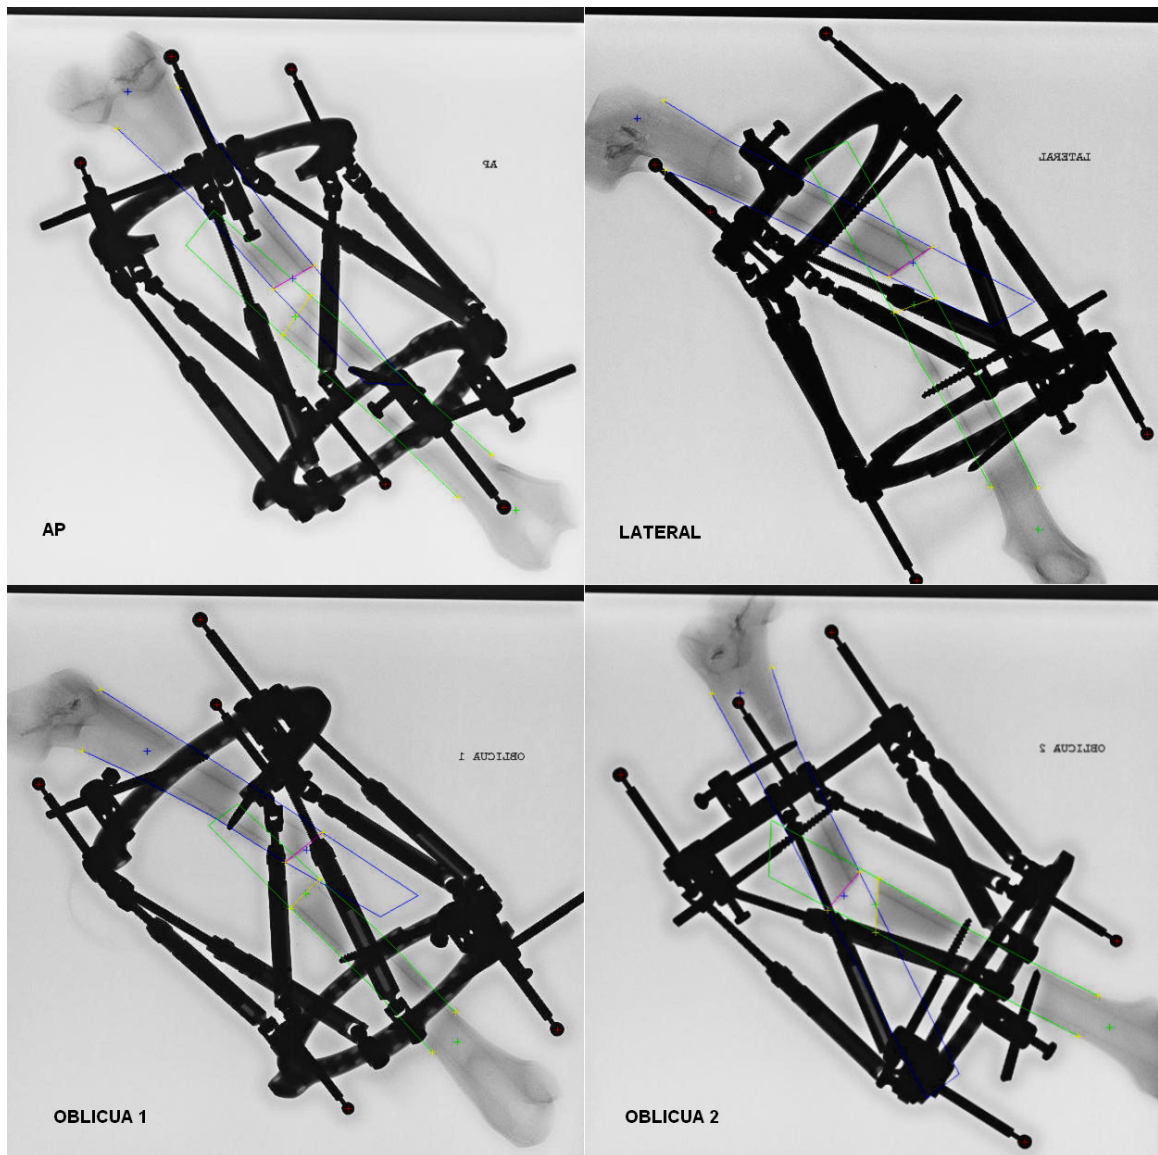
Radiografías caso 2. En la vista lateral las barras impiden ver el extremo del fragmento distal.
